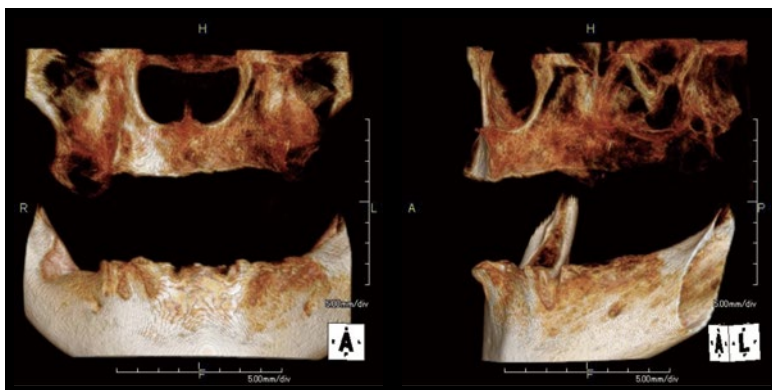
初診時の CT 三次元構築画像。下顎と比較して上顎の骨が雑疎であることが認められる。
